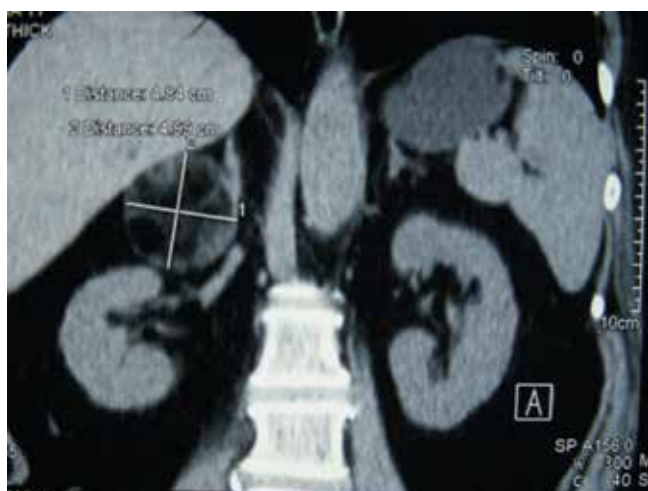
Пациентка Е.: томограмма
